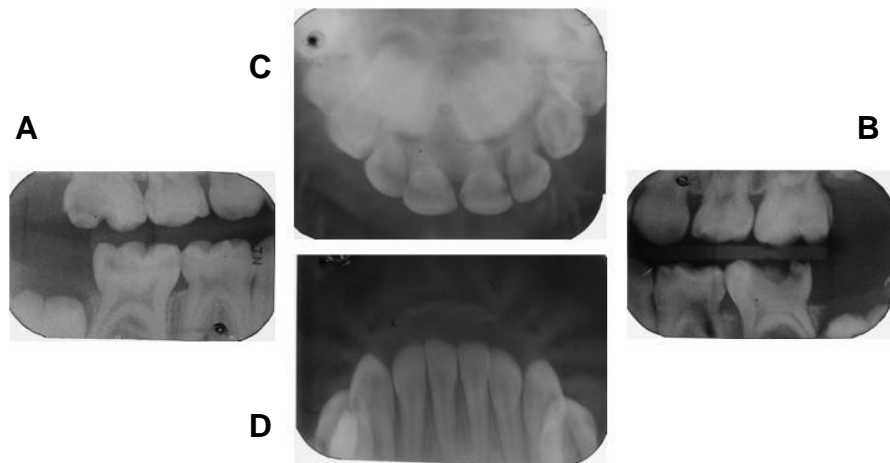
Radiografías iniciales del 11/ 12/ 09. (A) Lateral derecha. (B) Lateral izquierda. (C) Superior. (D) Inferior. Fotos: Postgrado de Odontología Infantil cortesía de Residente del 3er año
